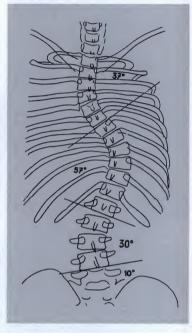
Cinq mois plus tard : 37, 57, 30, 10 degrés. Radiographie après troisième traitement intensif. Exercice respiratoire d'étirement : réduction de la courbure lombaire de 10 degrés, mais conservation de l'obliquité de L4. Listhésis entre L5 et S1.
